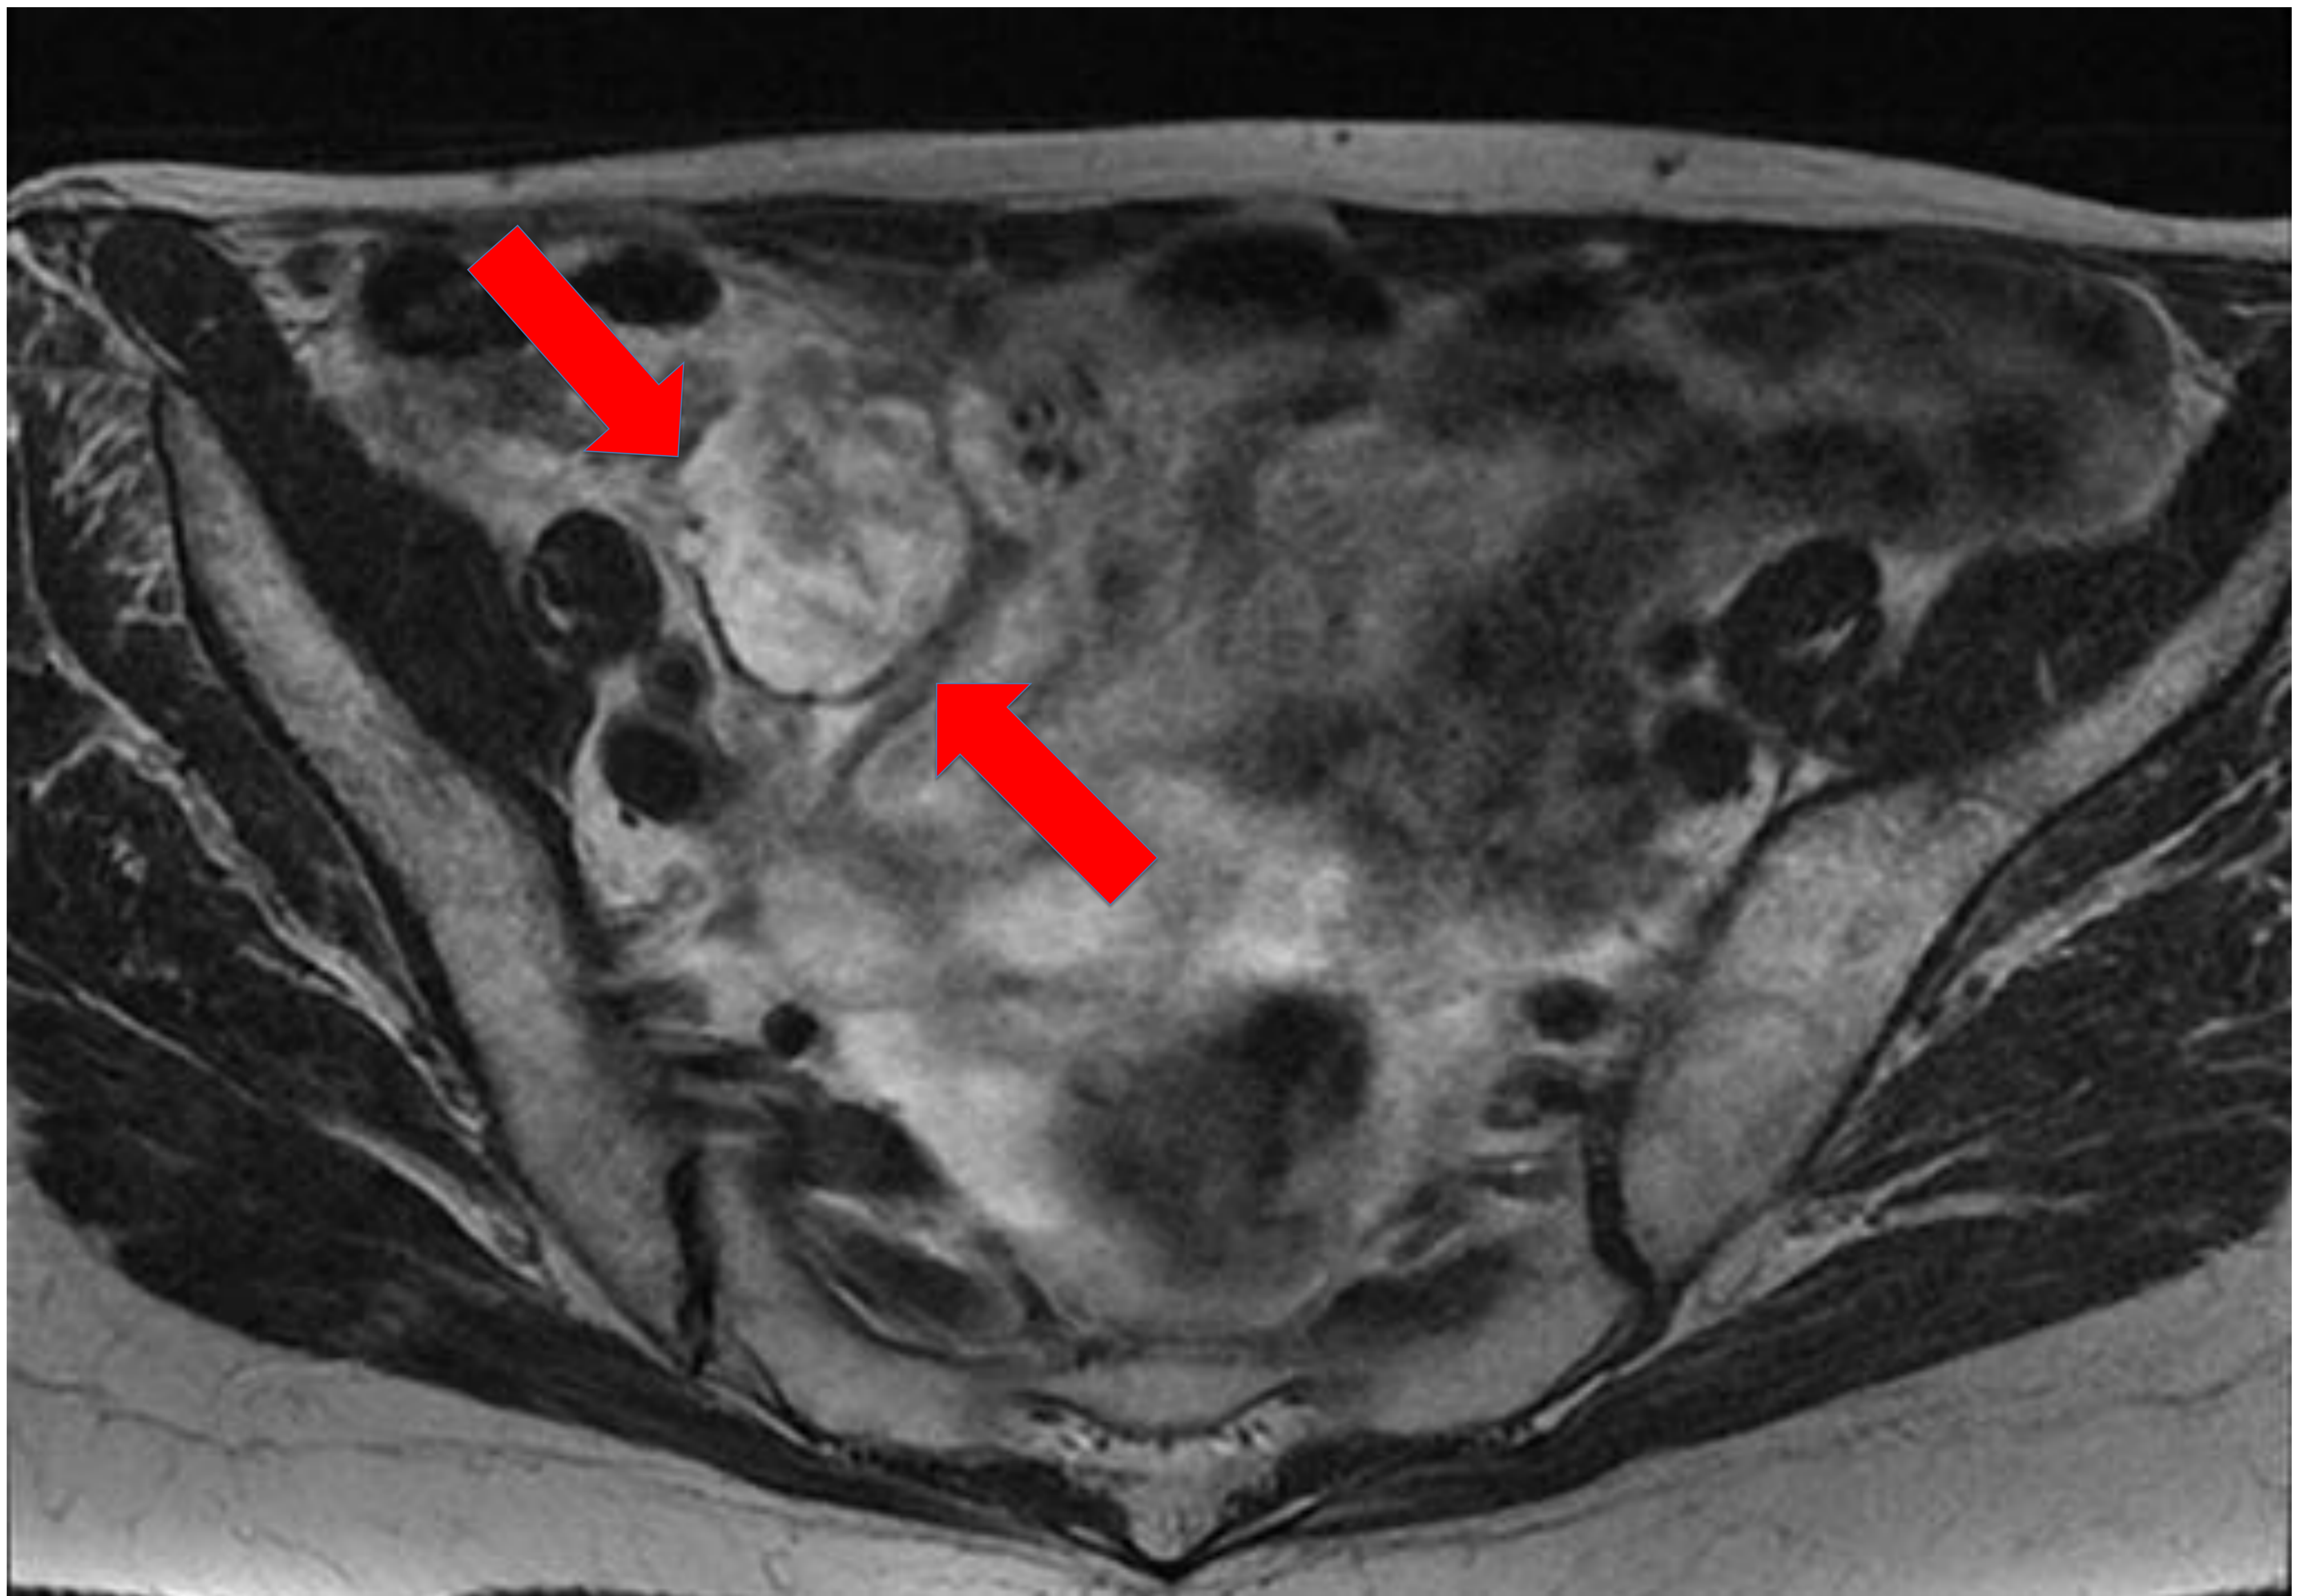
Misma paciente que figuras 9, 10 y 11. RM pélvica. En la secuencia potenciada en T2 se aprecia la naturaleza heterogénea del mucocele (flechas rojas) y de la colección (flechas azules), con focos hipointensos de apariencia sólida.
